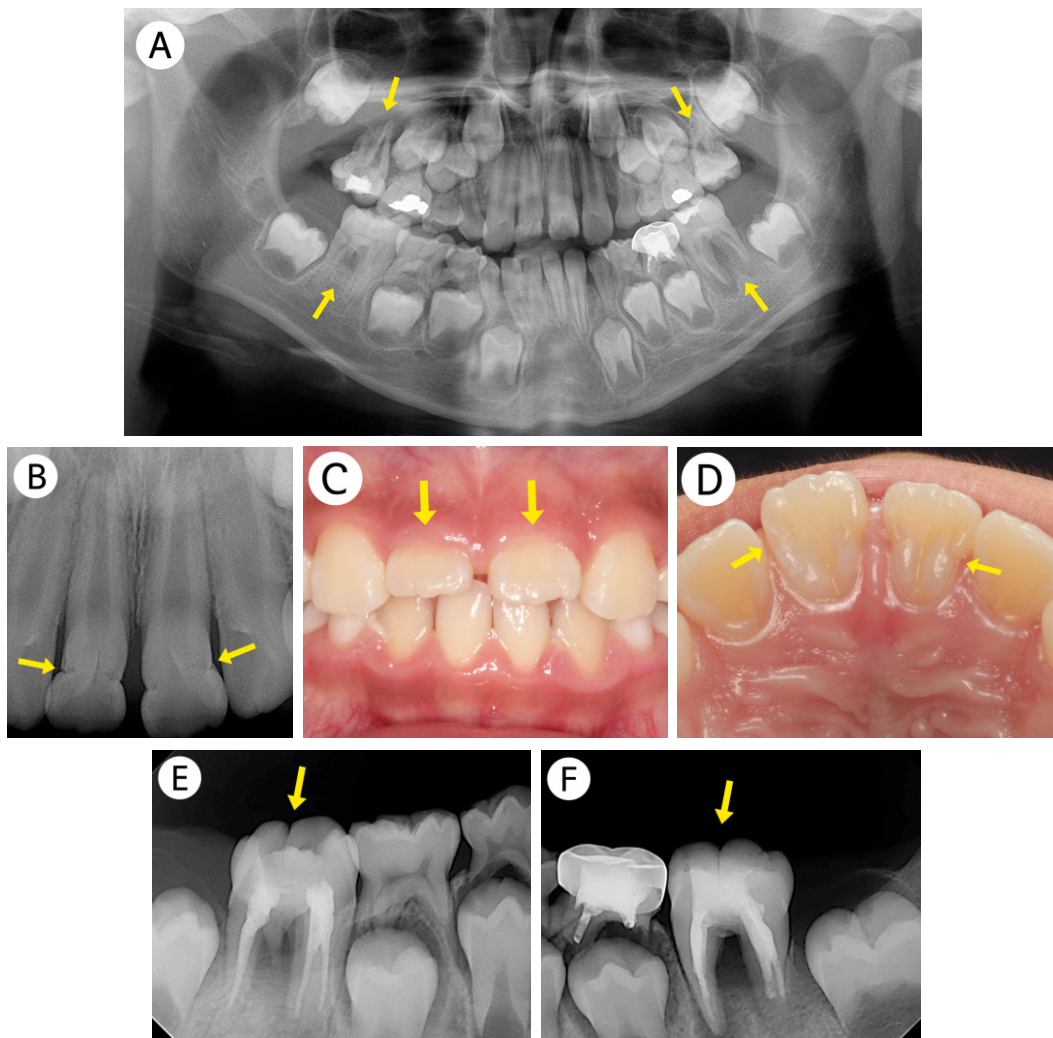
Radiographs and clinical photographs of case 2 (a male patient aged 7 years). (A) Initial panoramic view shows obliteration of pulp chambers and slender roots in all permanent first molars. Periapical abscess in these teeth appears but the left maxillary permanent first molar. (B) Initial periapical view of maxillary central incisors. (C, D) Initial clinical photographs of maxillary central incisors. Short clinical crowns and V-shaped notches in the middle portion of the crown are observed. (E, F) Periapical views at 6 months after first visit. Root canal treatments with mineral trioxide aggregate and gutta-percha cone were performed in both mandibular permanent first molars to treat periapical abscess and alveolar bone resorption.
